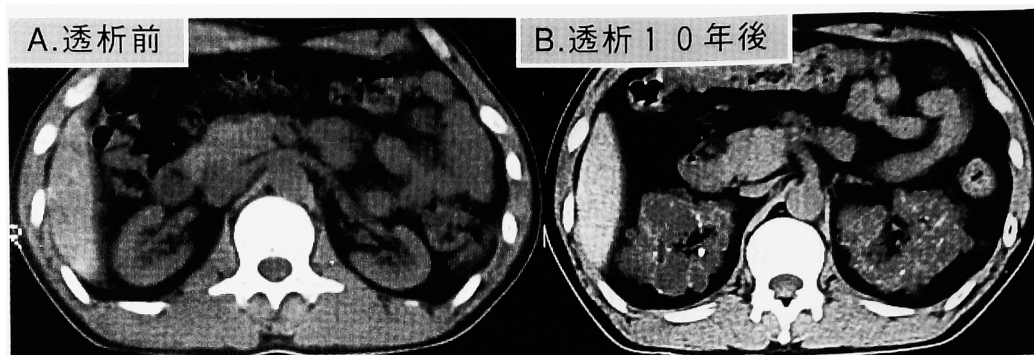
The effect of hemodialysis and uremia on acquired cysts. A. CT revealed contracted kidneys in a 45-year-old male. B. 10 years later, both kidneys were enlarged due to the progressive acquired cysts.
